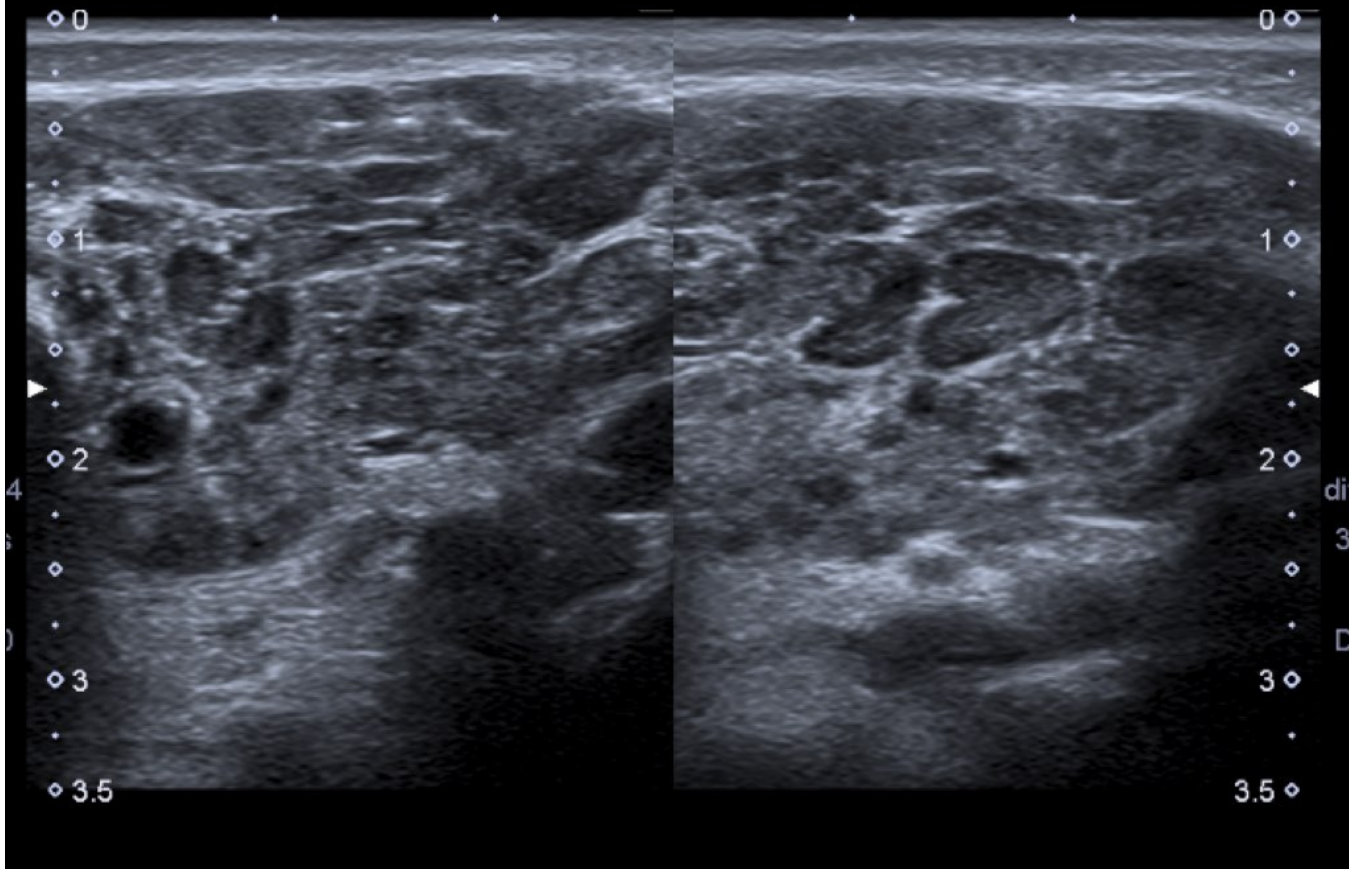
Ecografía. Paciente de 10 años con sialoadenitis aguda. Las glándulas aparecen aumentadas de tamaño de forma bilateral, con aspecto heterogéneo y adenopatías intraparotídeas.
